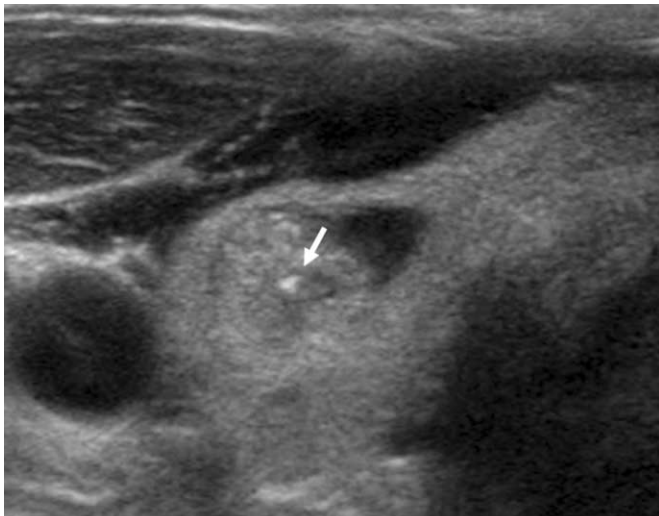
A 57-year-old man with a predominantly benign cystic thyroid nodule. (A) Transverse sonogram shows a predominantly cystic thyroid nodule in right lobe. (B) A needle tip (arrow) was observed in a cystic component of the nodule for aspiration of cystic component. (C) After aspiration of cystic component, sampling was performed in the solid component of the nodule (the needle tip: arrow).
